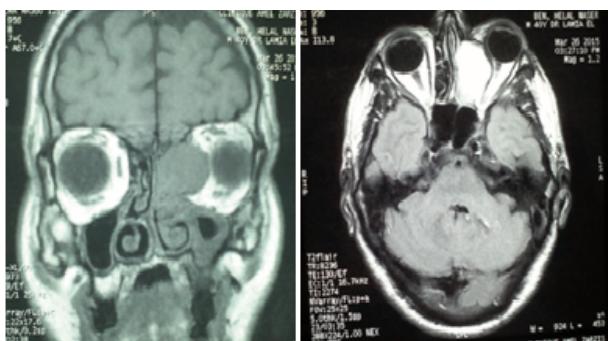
Cerebro-orbital MRI: a fronto-ethmoidal mucocoele pressing back the globe, the medial rectus muscle and the optic nerve
